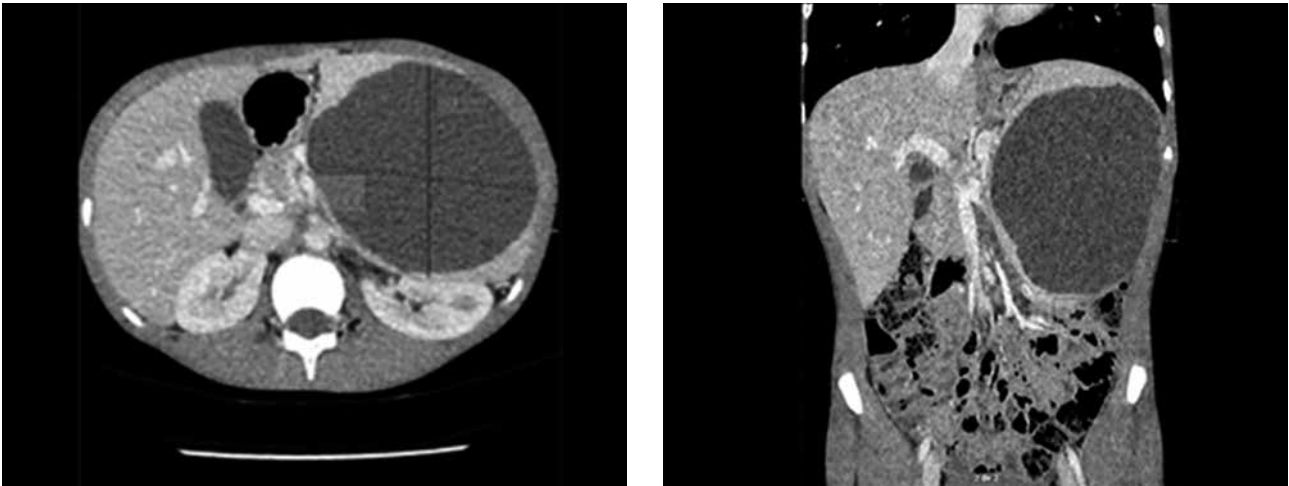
TC abdominal. Cortes axial (izquierda) y coronal (derecha), que demuestran la lesión esplénica dependiente de bazo.
